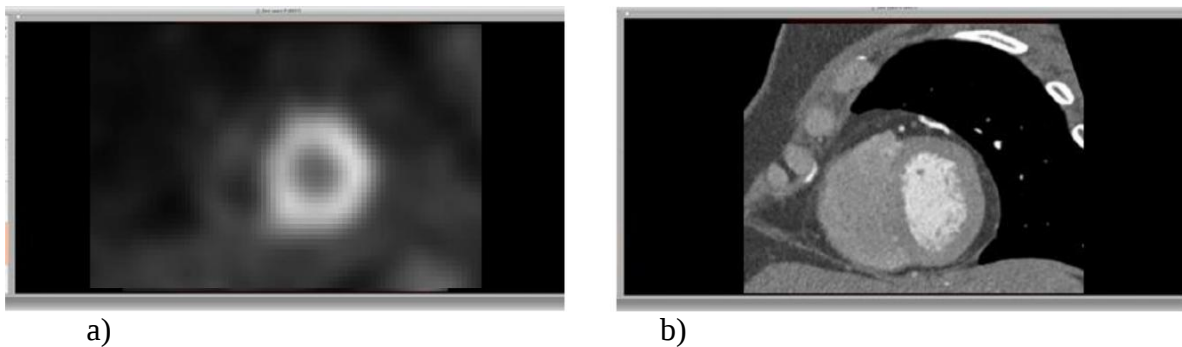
Imágenes SPECT y ATC orientadas en el plano eje corto con Osirix^R. a) imágenes SPECT, b) imágenes ATC
